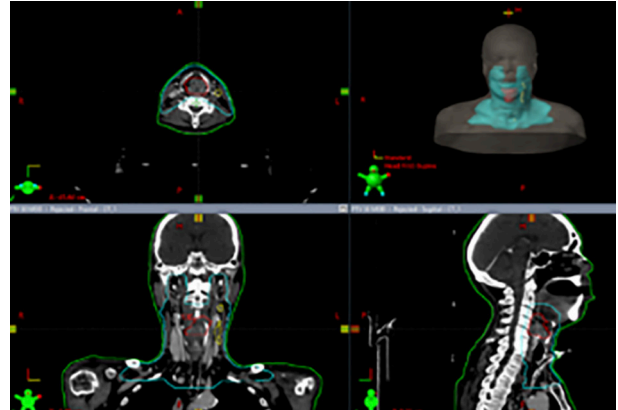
Corresponde a un paciente masculino de 69 años con diagnóstico de carcinoma de células escamosas bien diferenciado estadio IVA (T3N2cM0) portador de traqueostomo, se observa la delimitación de volúmenes en CT en el plano axial, coronal y sagital correspondiente al volumen blanco de planificación (PTV 50) en color azul, el cual incluye, tumor laríngeo en rojo (GTV), ganglios positivos (amarillo) y drenaje linfático a riesgo (niveles II-III-IV-V-VI) hasta una dosis de 5 000 cGy.
